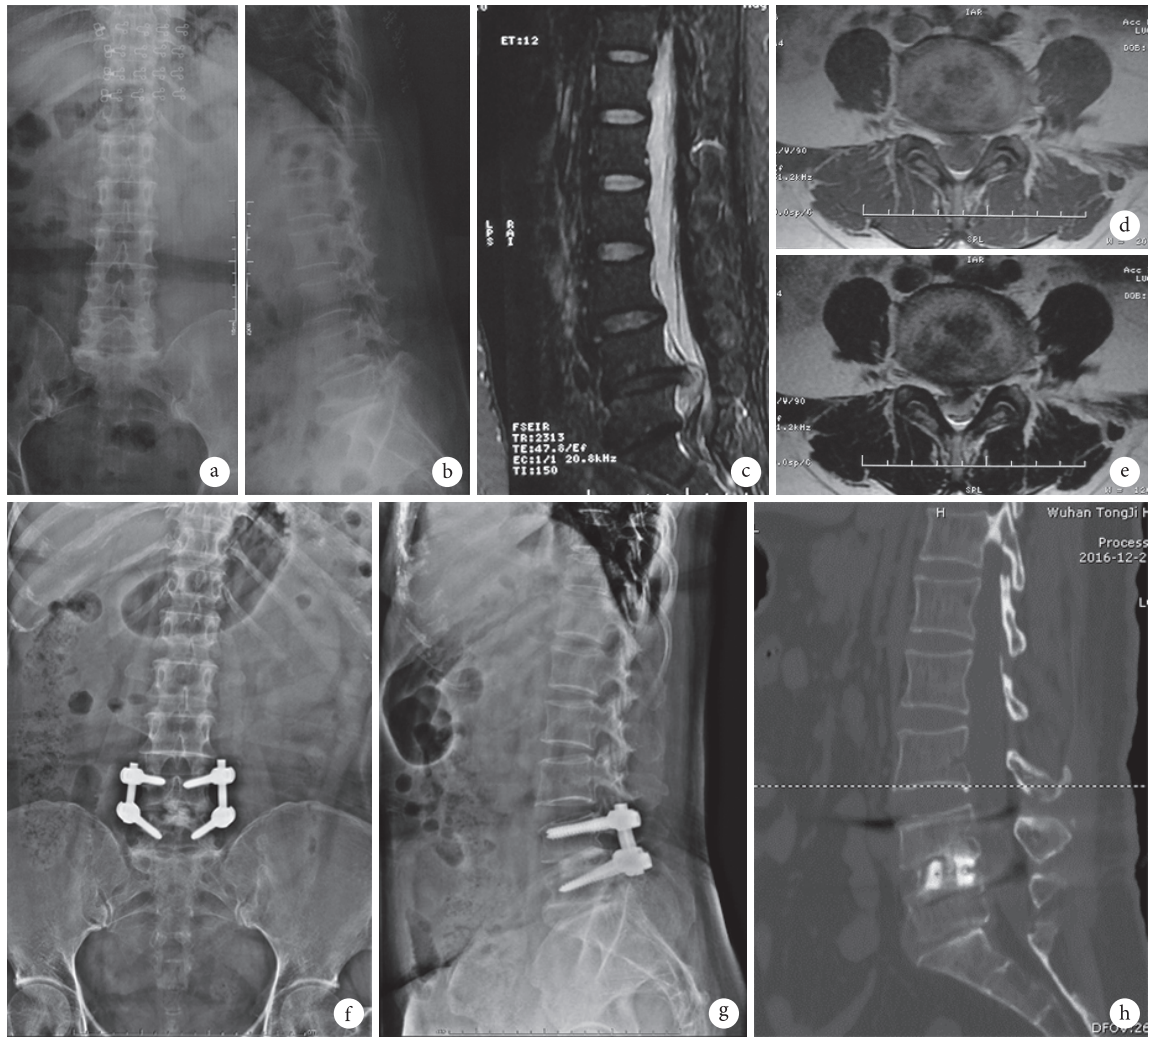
患者, 女, 53 岁, L_{4,5} 腰椎间盘突出症 a、b. 术前正侧位 X 线片; c~e. 术前 MRI 示 L_{4,5} 椎间盘突出; f、g. 术后 6 个月正侧位 X 线片; h. 术后 6 个月 CT 三维重建示连续骨小梁形成
